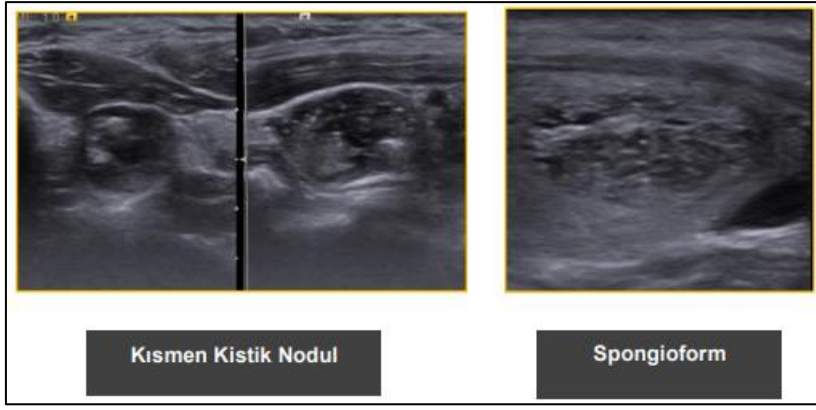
USG Örnekleri (116).
